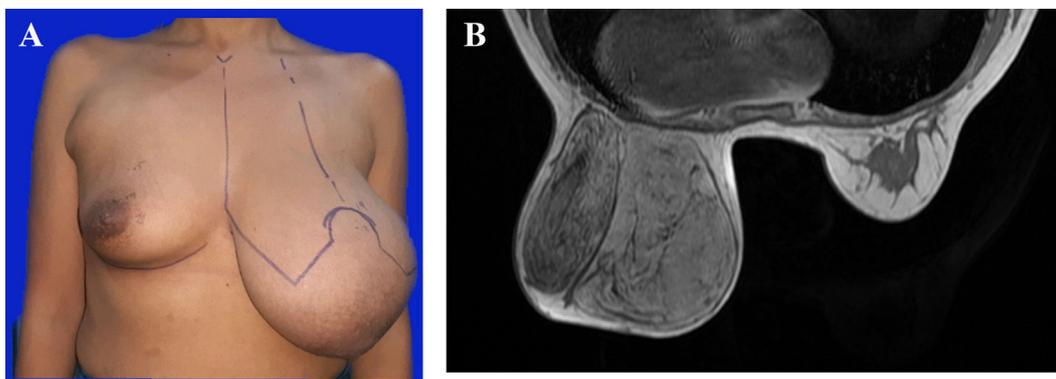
A) Paciente con marcación prequirúrgica de patrón de Wise donde se aprecia la asimetría. B) Se observa la imagen por resonancia magnética, con aparente tumoración bilobulada.
